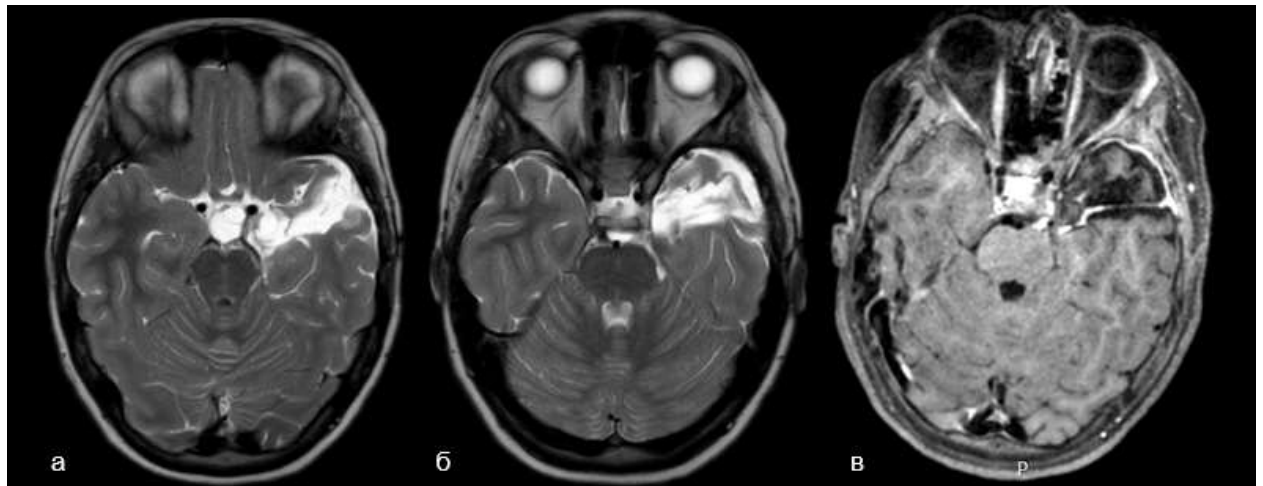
Пациентка Д. 10 лет. МРТ после операции. Постоперационная МРТ демонстрирует зону постоперационных изменений в левой височной доле и тотальную резекцию опухоли медиального комплекса с сохранением гиппокампа и переднего полюса (а, б, в)
